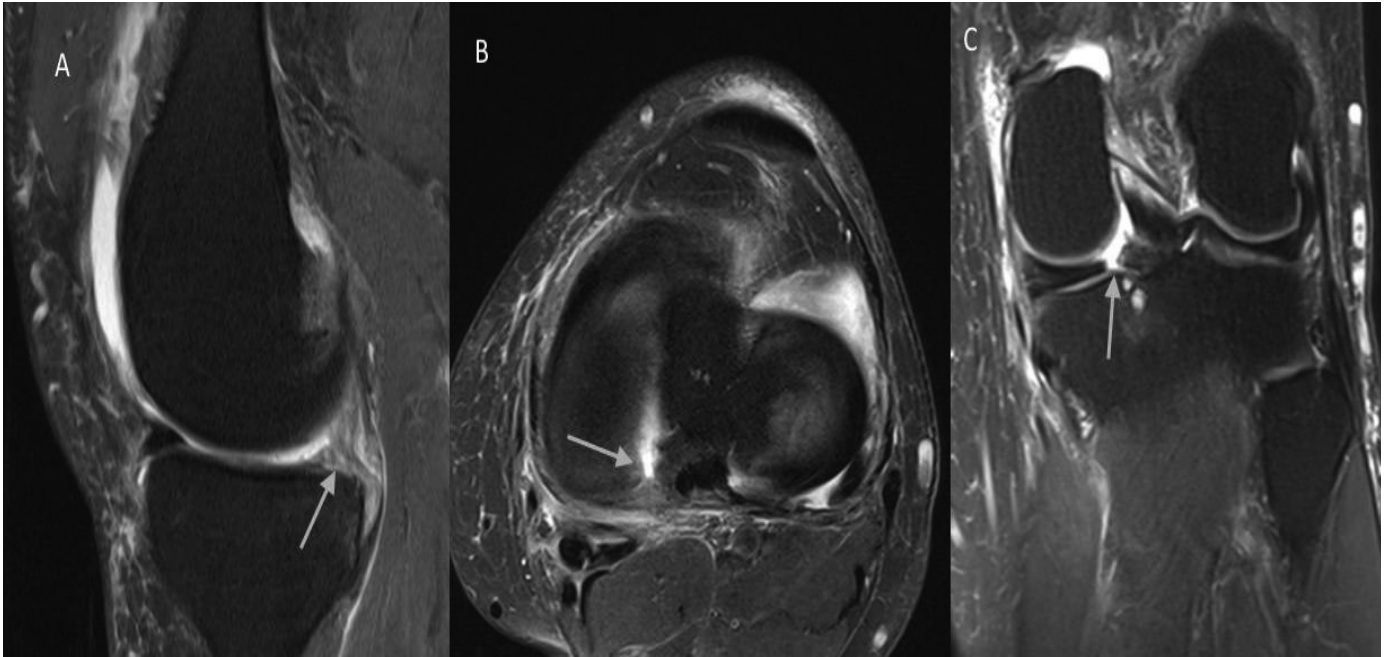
Left knee MRI showing a medial meniscus posterior root tear (MPRT) (yellow arrow). A – Sagittal plane view. Ghost sign; B – axial plane view; C – coronal plane view [50]
